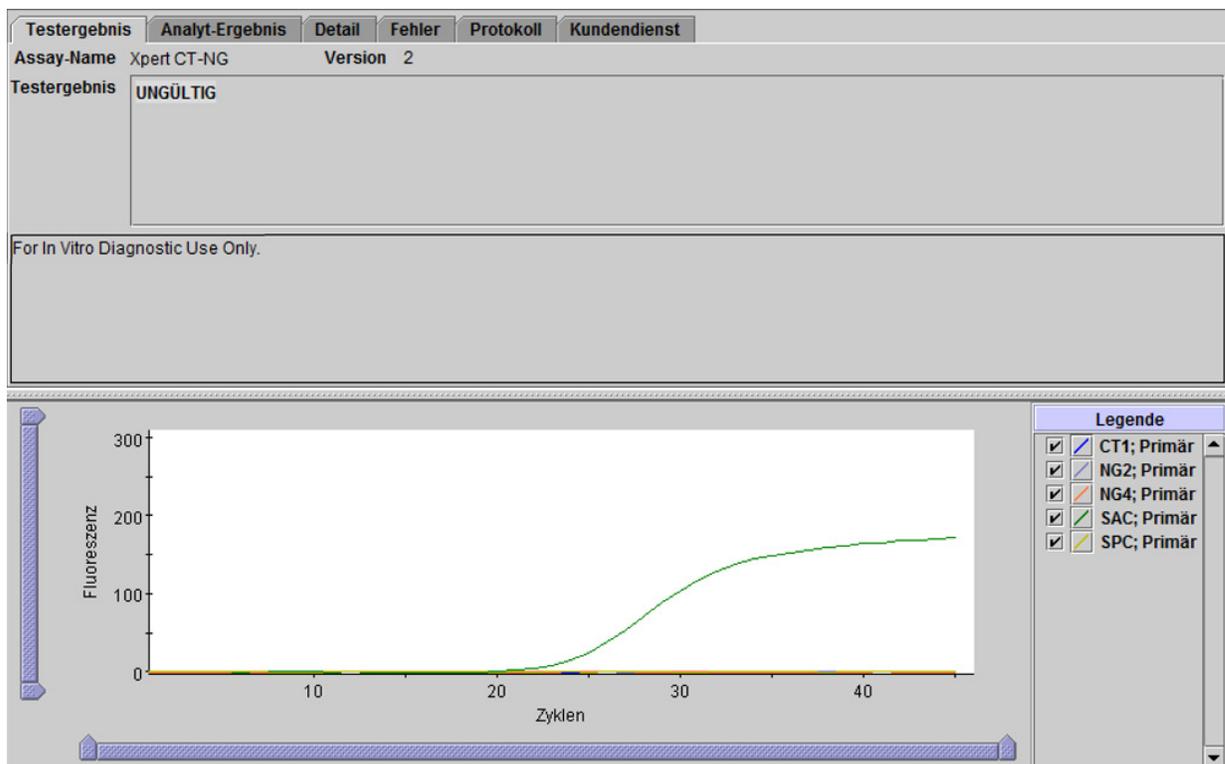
Xpert CT_NG – Ergebnis „Ungültig“
